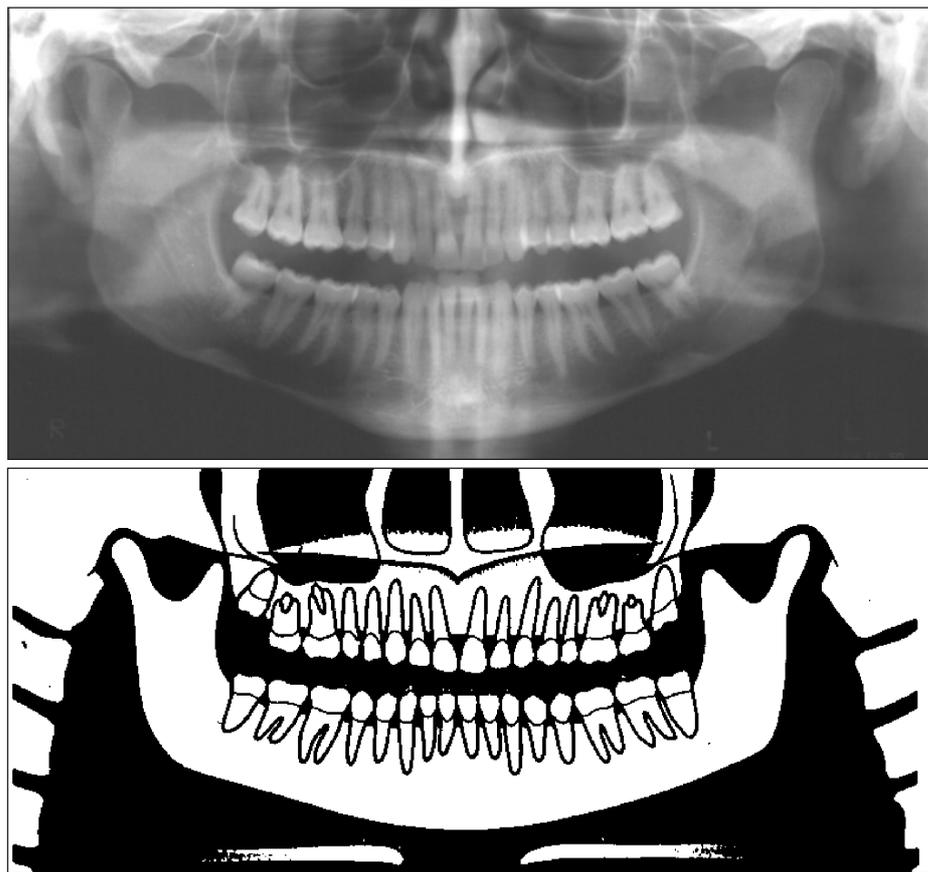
a,b - Radiografía Panorámica Normal
